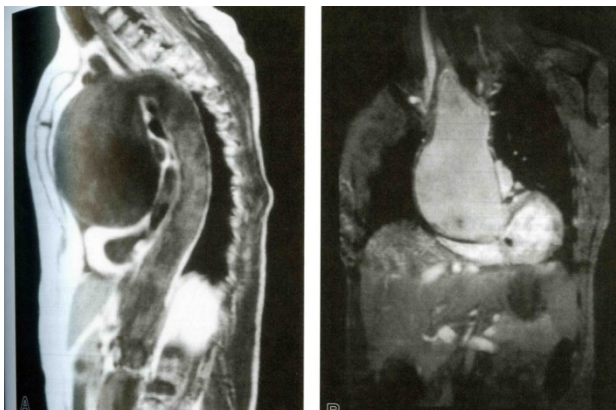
RM aorta toracica aneurismatica
